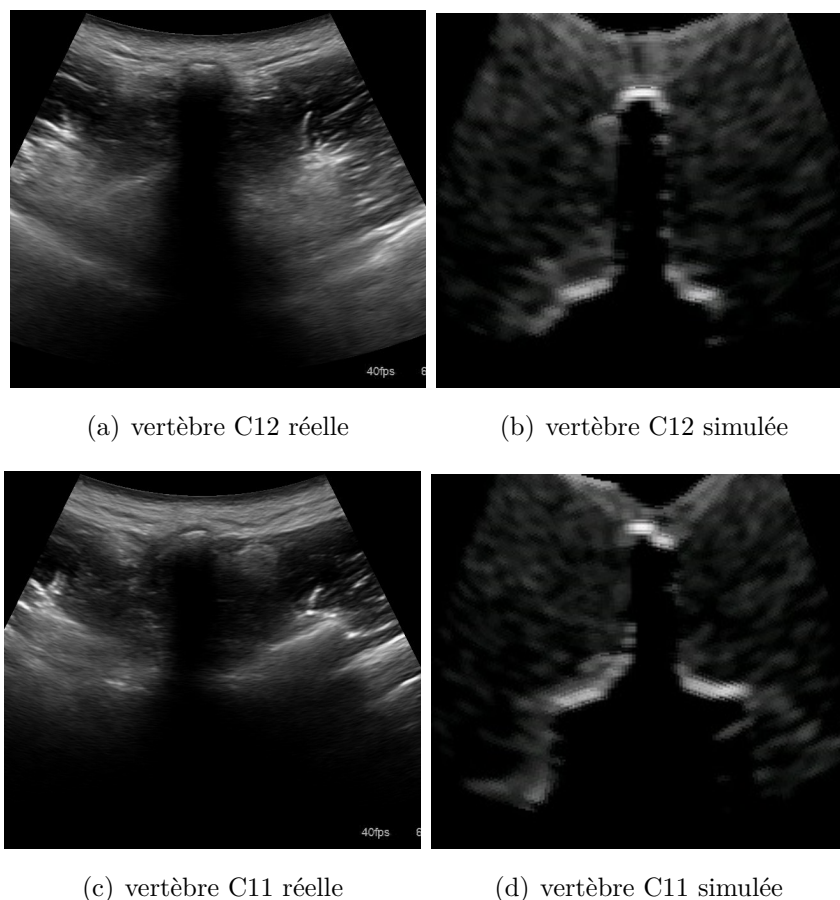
Comparaison entre des images échographiques réelles et simulées
